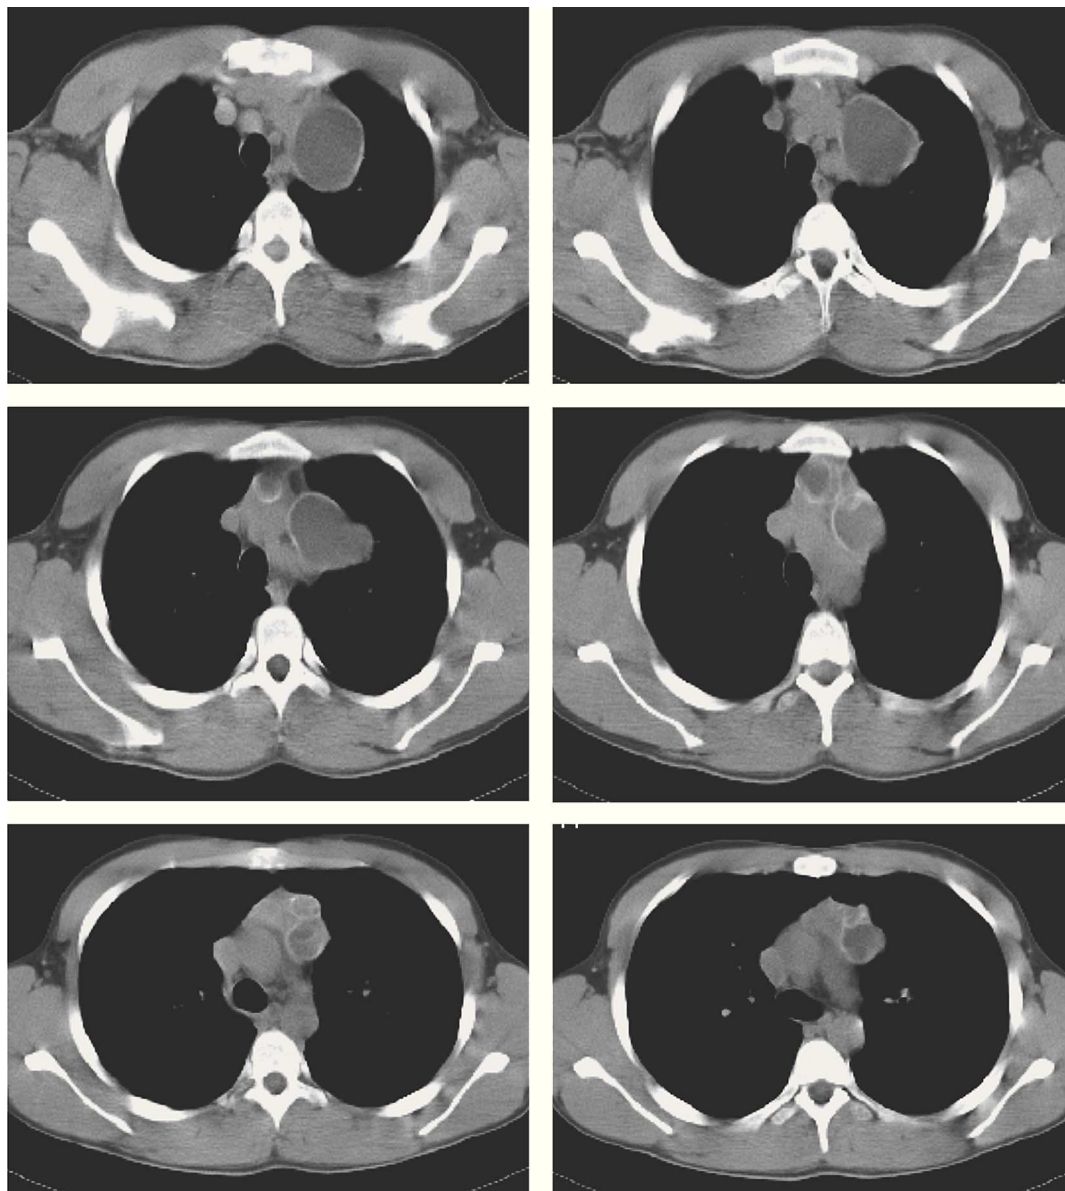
Tomografia computadorizada torácica com contraste: "...formação de 9 cm, na loca tímica, constituída por múltiplas estruturas quísticas adjacentes, de parede bem definida, algumas calcificadas".
